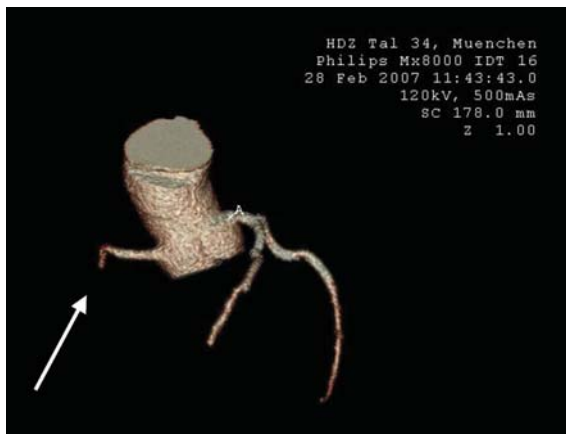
Kardio-CT. 3D-Rekonstruktion, die RCA ist proximal verschlossen (weißer Pfeil).
